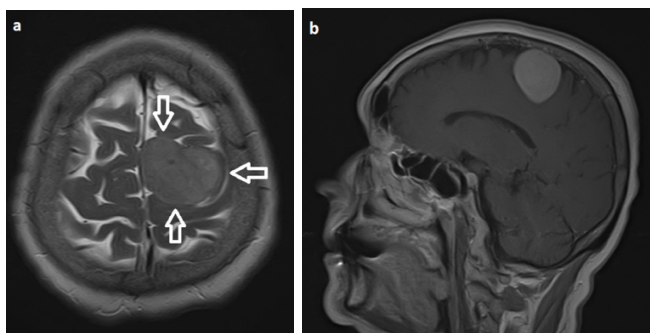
МРТ головного мозку пацієнтки Д. 62 років із парасагітальною менінгіоною 1 ступеня злоякісності середньої третини ВСС. (а) Axial T2 (b) T1WI із контрастуванням демонструють чітко обмежені кордони новоутворення (біла стрілка), гомогенний сигнал, відсутність ознак інтратуморального некрозу та інвазії пухлини в головний мозок.
